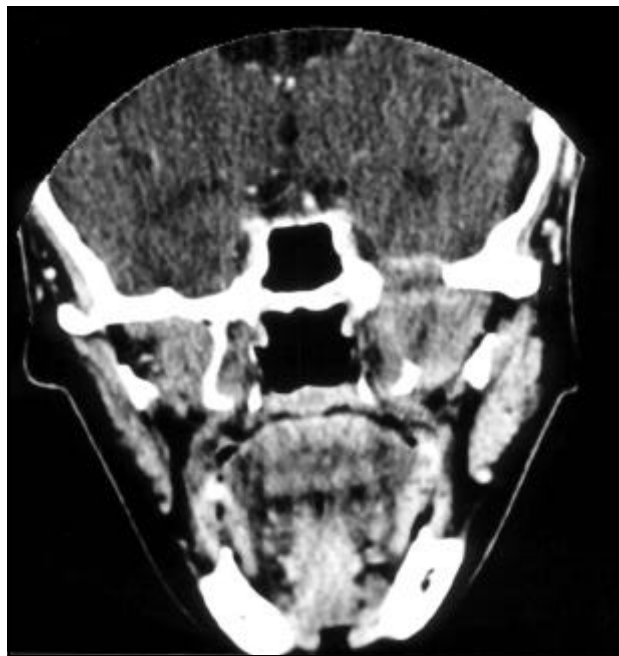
Tomografia computadorizada de crânio em corte coronal após injeção de contraste mostrando tumor na região infratemporal esquerda e alargamento do forame oval.
